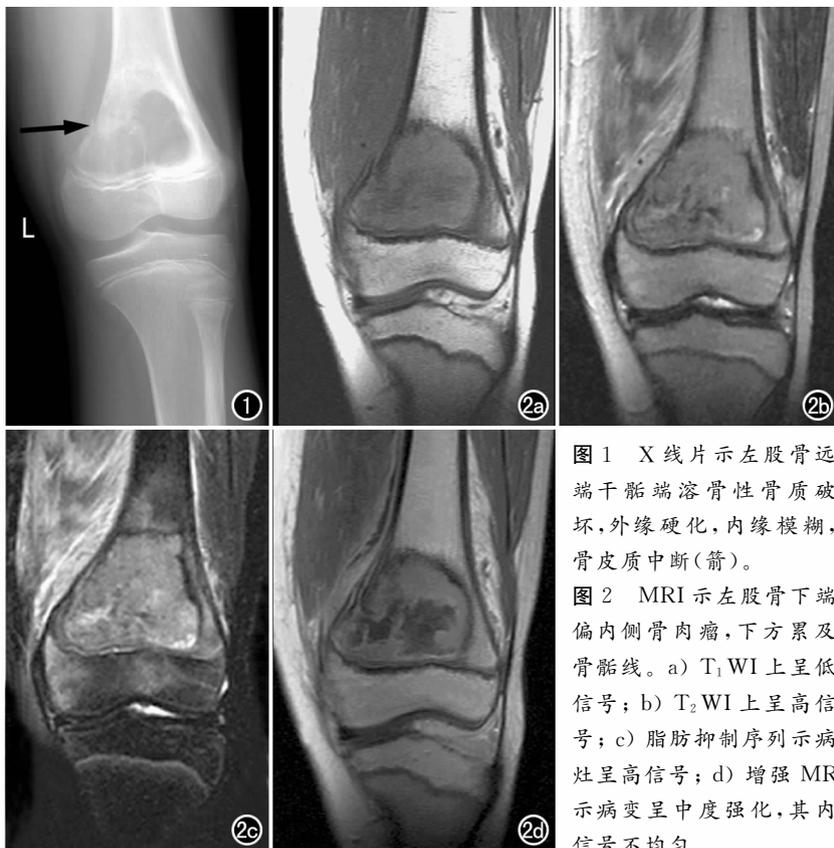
X线片示左股骨远端干骺端溶骨性骨质破坏,外缘硬化,内缘模糊,骨皮质中断(箭)。
